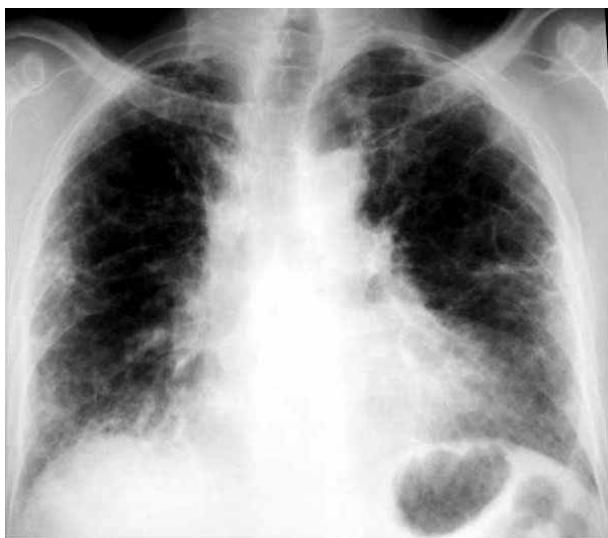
Radiografía de tórax de enfermo con FPI que muestra patrón intersticial difuso con pérdida volumen pulmonar.
